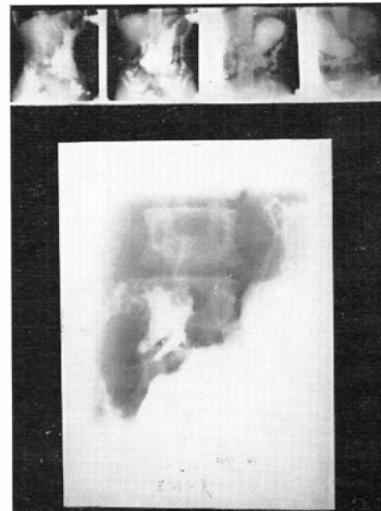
Case 25. tache and deformity of angulus. (over. miniature, under. routine X-ray)
